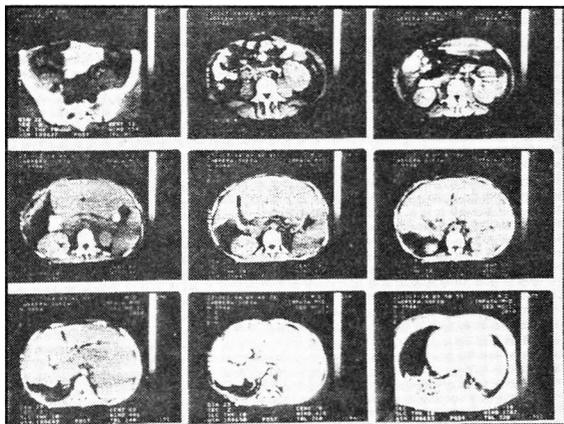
Tomografía axial computada. 23/X/84. Cuarto ingreso. Las secuencias 13 y 14 muestran la falta de parénquima hepático en el sector donde se topografió la lesión. Secuencia 17 permite ver secuela pulmonar sin cavidad.
